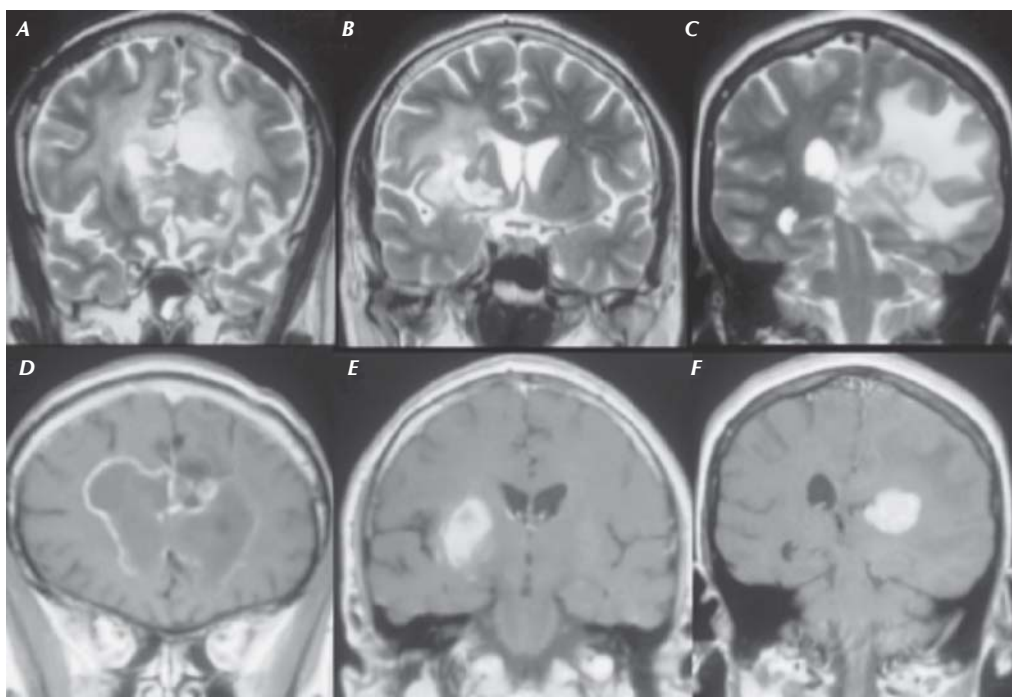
Estudios de resonancia magnética (cortes coronales) de tres pacientes. A-C. Imágenes ponderadas en T2 en donde se muestra de izquierda a derecha una lesión en alas de mariposa, las otras dos muestran lesiones periventriculares con edema peritumoral. D. Imágenes ponderadas en T1 con gadolinio en donde se demuestra el realce en alas de mariposa. E y F. Realce en anillo.
